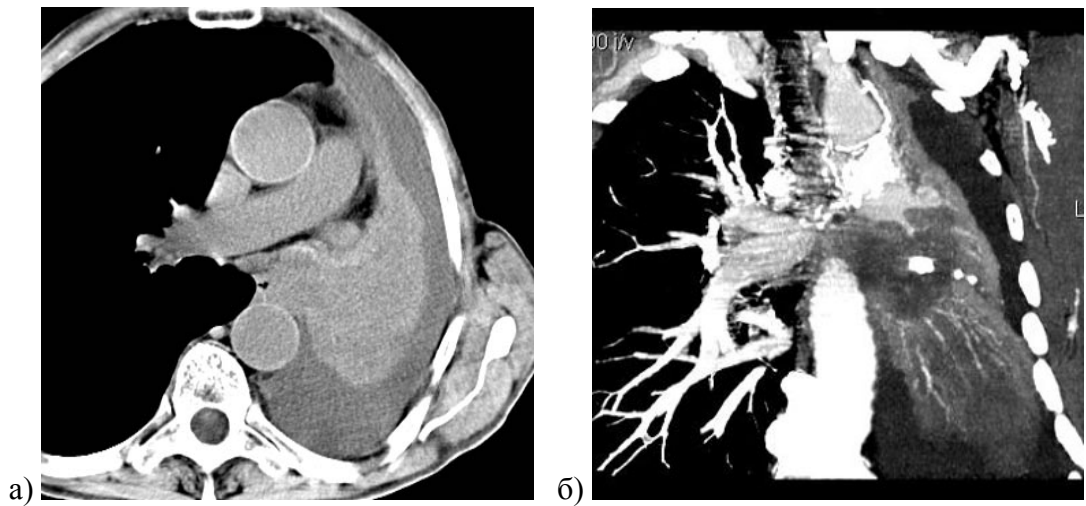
Больной К. Диагноз: рак левого главного бронха с ателектазом легкого. (а) На нативном КТ-изображении определяется ателектаз левого легкого. Опухоль на фоне ателектаза не видна. (б) После болюсного ВКУ на реконструированном во фронтальной плоскости КТ-изображении в корне левого легкого определяется гиподенсивный опухолевый узел на фоне более яркого ателектаза. В ателектазе видны сосуды, обрывающиеся на границе с опухолью (симптом ангиограммы)
